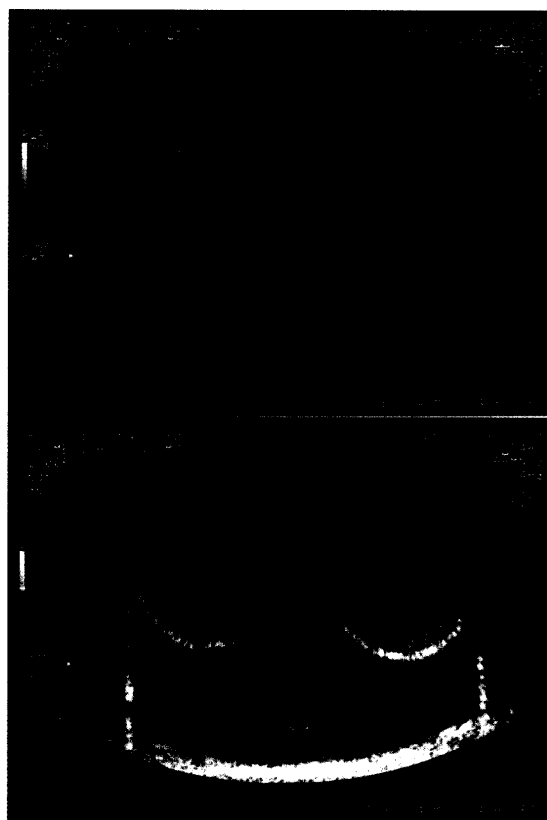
(upper) and 6b (lower). Typical scintillation mode observation with power-Doppler (6a) and CFM (6b) displays. Left ball only has microballoon mixed in agar matrix to yield echo scintillation detectable for Doppler systems. Right ball is control with agar and graphite.
